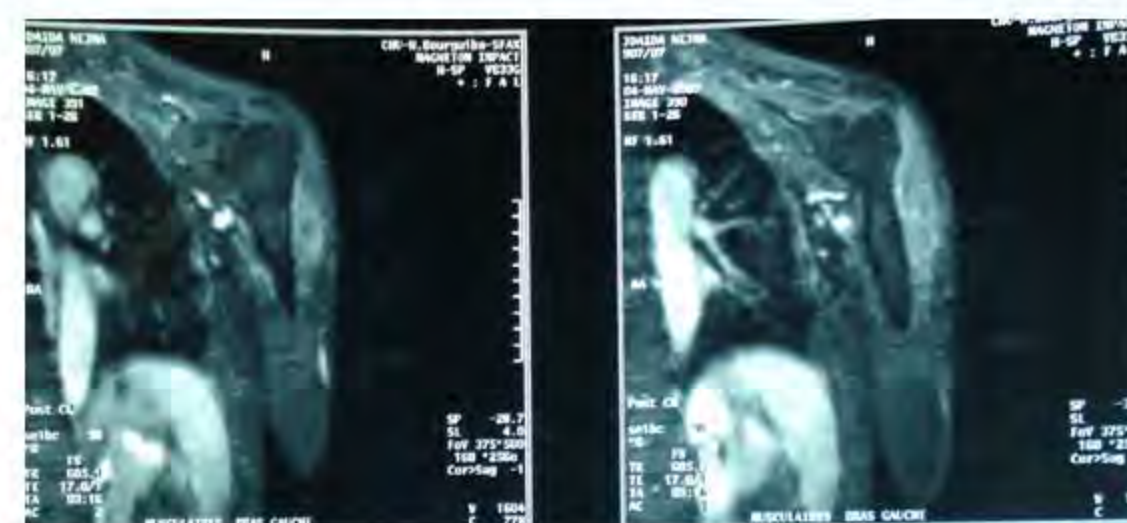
IRM musculaire du bras gauche. Coupe coronale en spin écho T1 après saturation de graisse et injection de gadolinium: hypersignal du deltoïde avec prise de contraste
